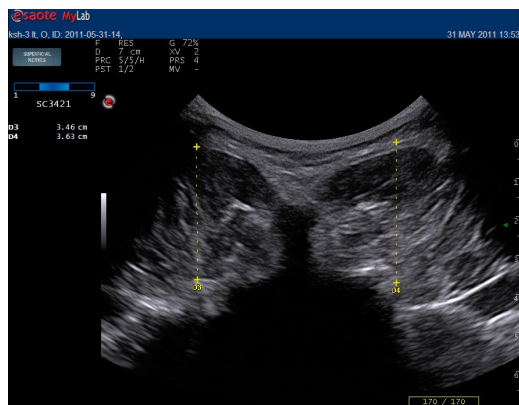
Ultrasound image of multifidus at contraction.
